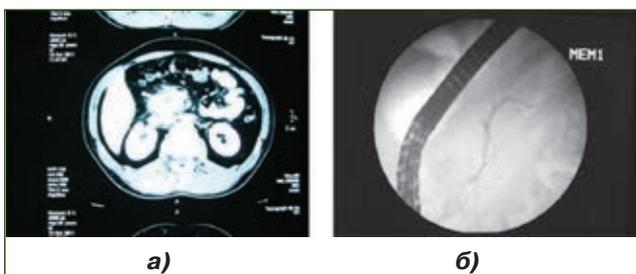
ХП с преимущественным поражением головки ПЖ: а) КТ: увеличение головки ПЖ с хронической псевдокистой; б) ЭРПХГ: у этого же больного вирсунгов проток без патологической дилатации
